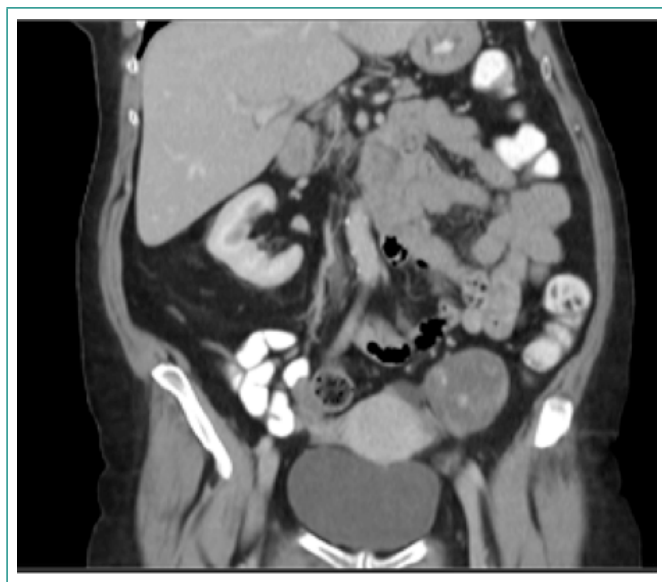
TC de abdomen con contraste: en pelvis menor adyacente al canto uterino izquierdo se identifica masa sólida de 5.5 cm de diámetro máximo (compatible con leiomioma extrauterino, tumor estromal, tumor neurogénico...)
